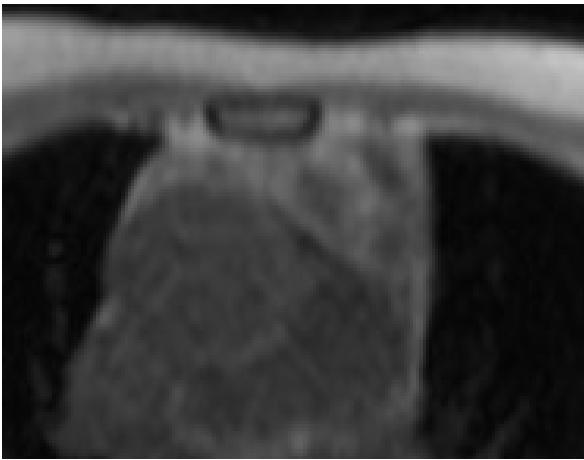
MRI : chemical shift image in-phase
